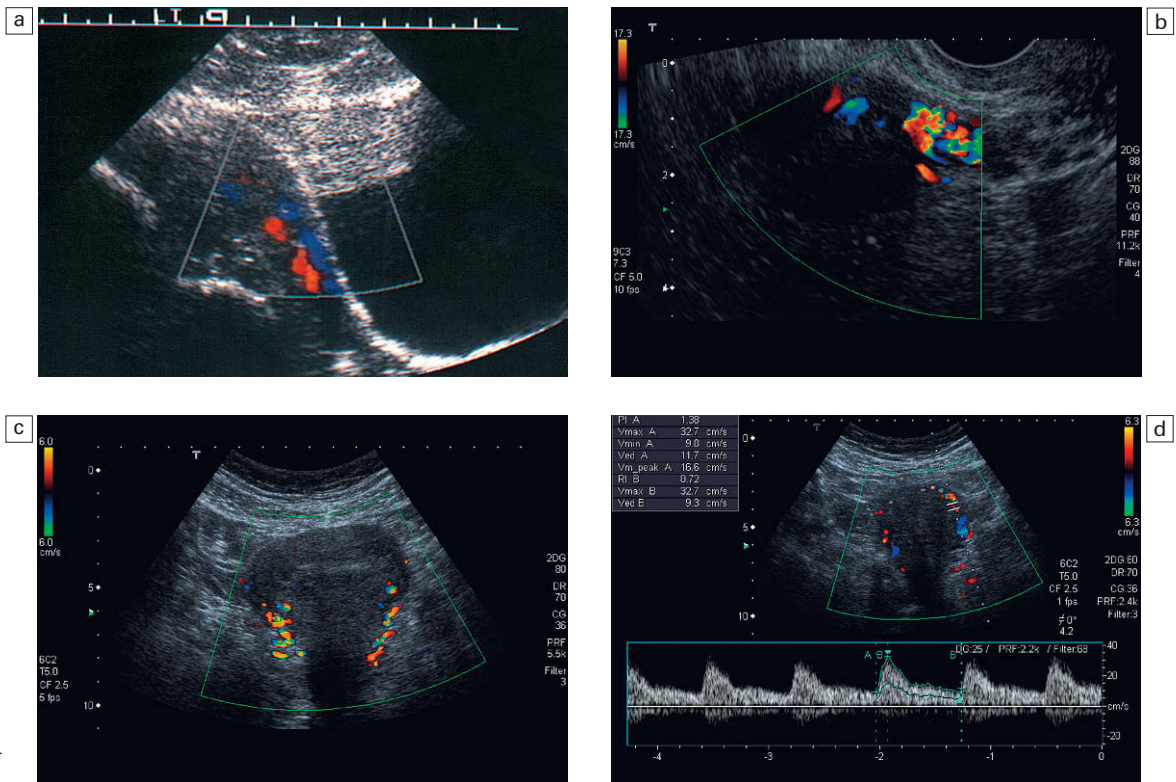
a) Ecografía transvaginal sagital a lo largo del margen izquierdo del útero que muestra la arteria y la vena uterinas. b) Ecografía transvaginal sagital a lo largo del margen del útero que muestra los vasos sanguíneos uterinos. c) Ecografía transvaginal coronal que muestra las arterias uterinas. d) Doppler espectral de la arteria uterina que muestra el cálculo automático de los índices.
